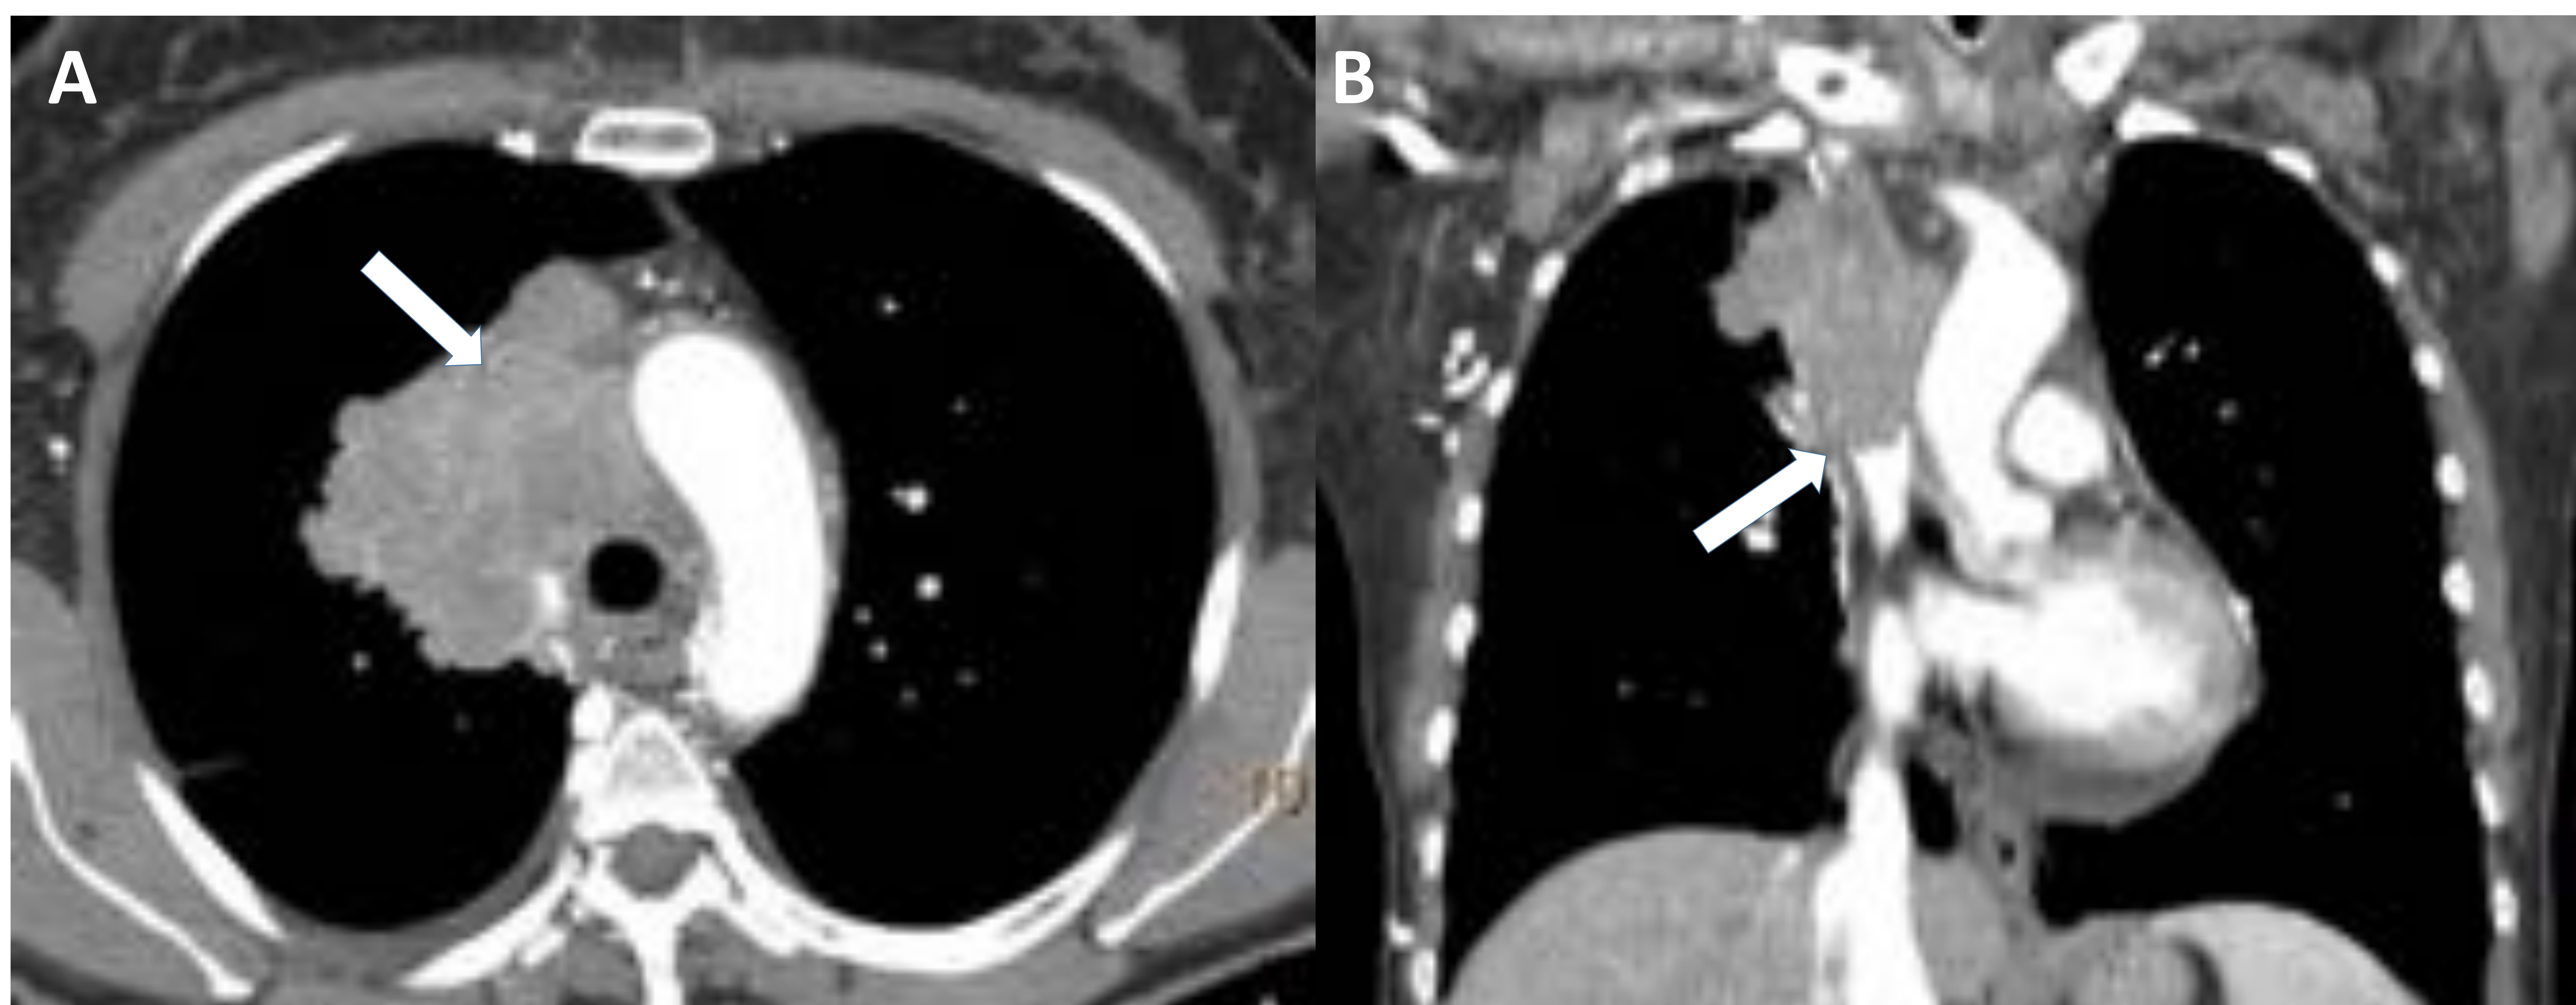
TC torácica con CIV. A) Plano axial y B) Plano coronal. Se aprecia una masa en LSD con invasión mediastínica superior que condiciona compresión de la VCS, la cual presenta contenido hipodenso compatible con trombosis de la misma (flechas).
